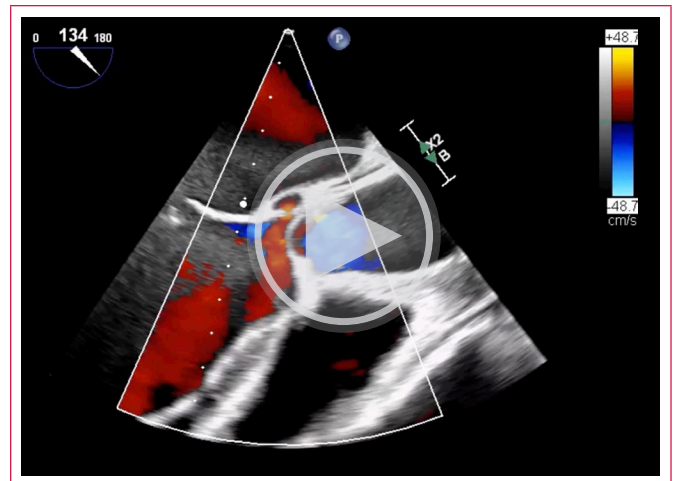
ETE plano centrado en el TSVI a 134 grados, doppler color. Pseudoaneurisma perianular de 9 mm.
